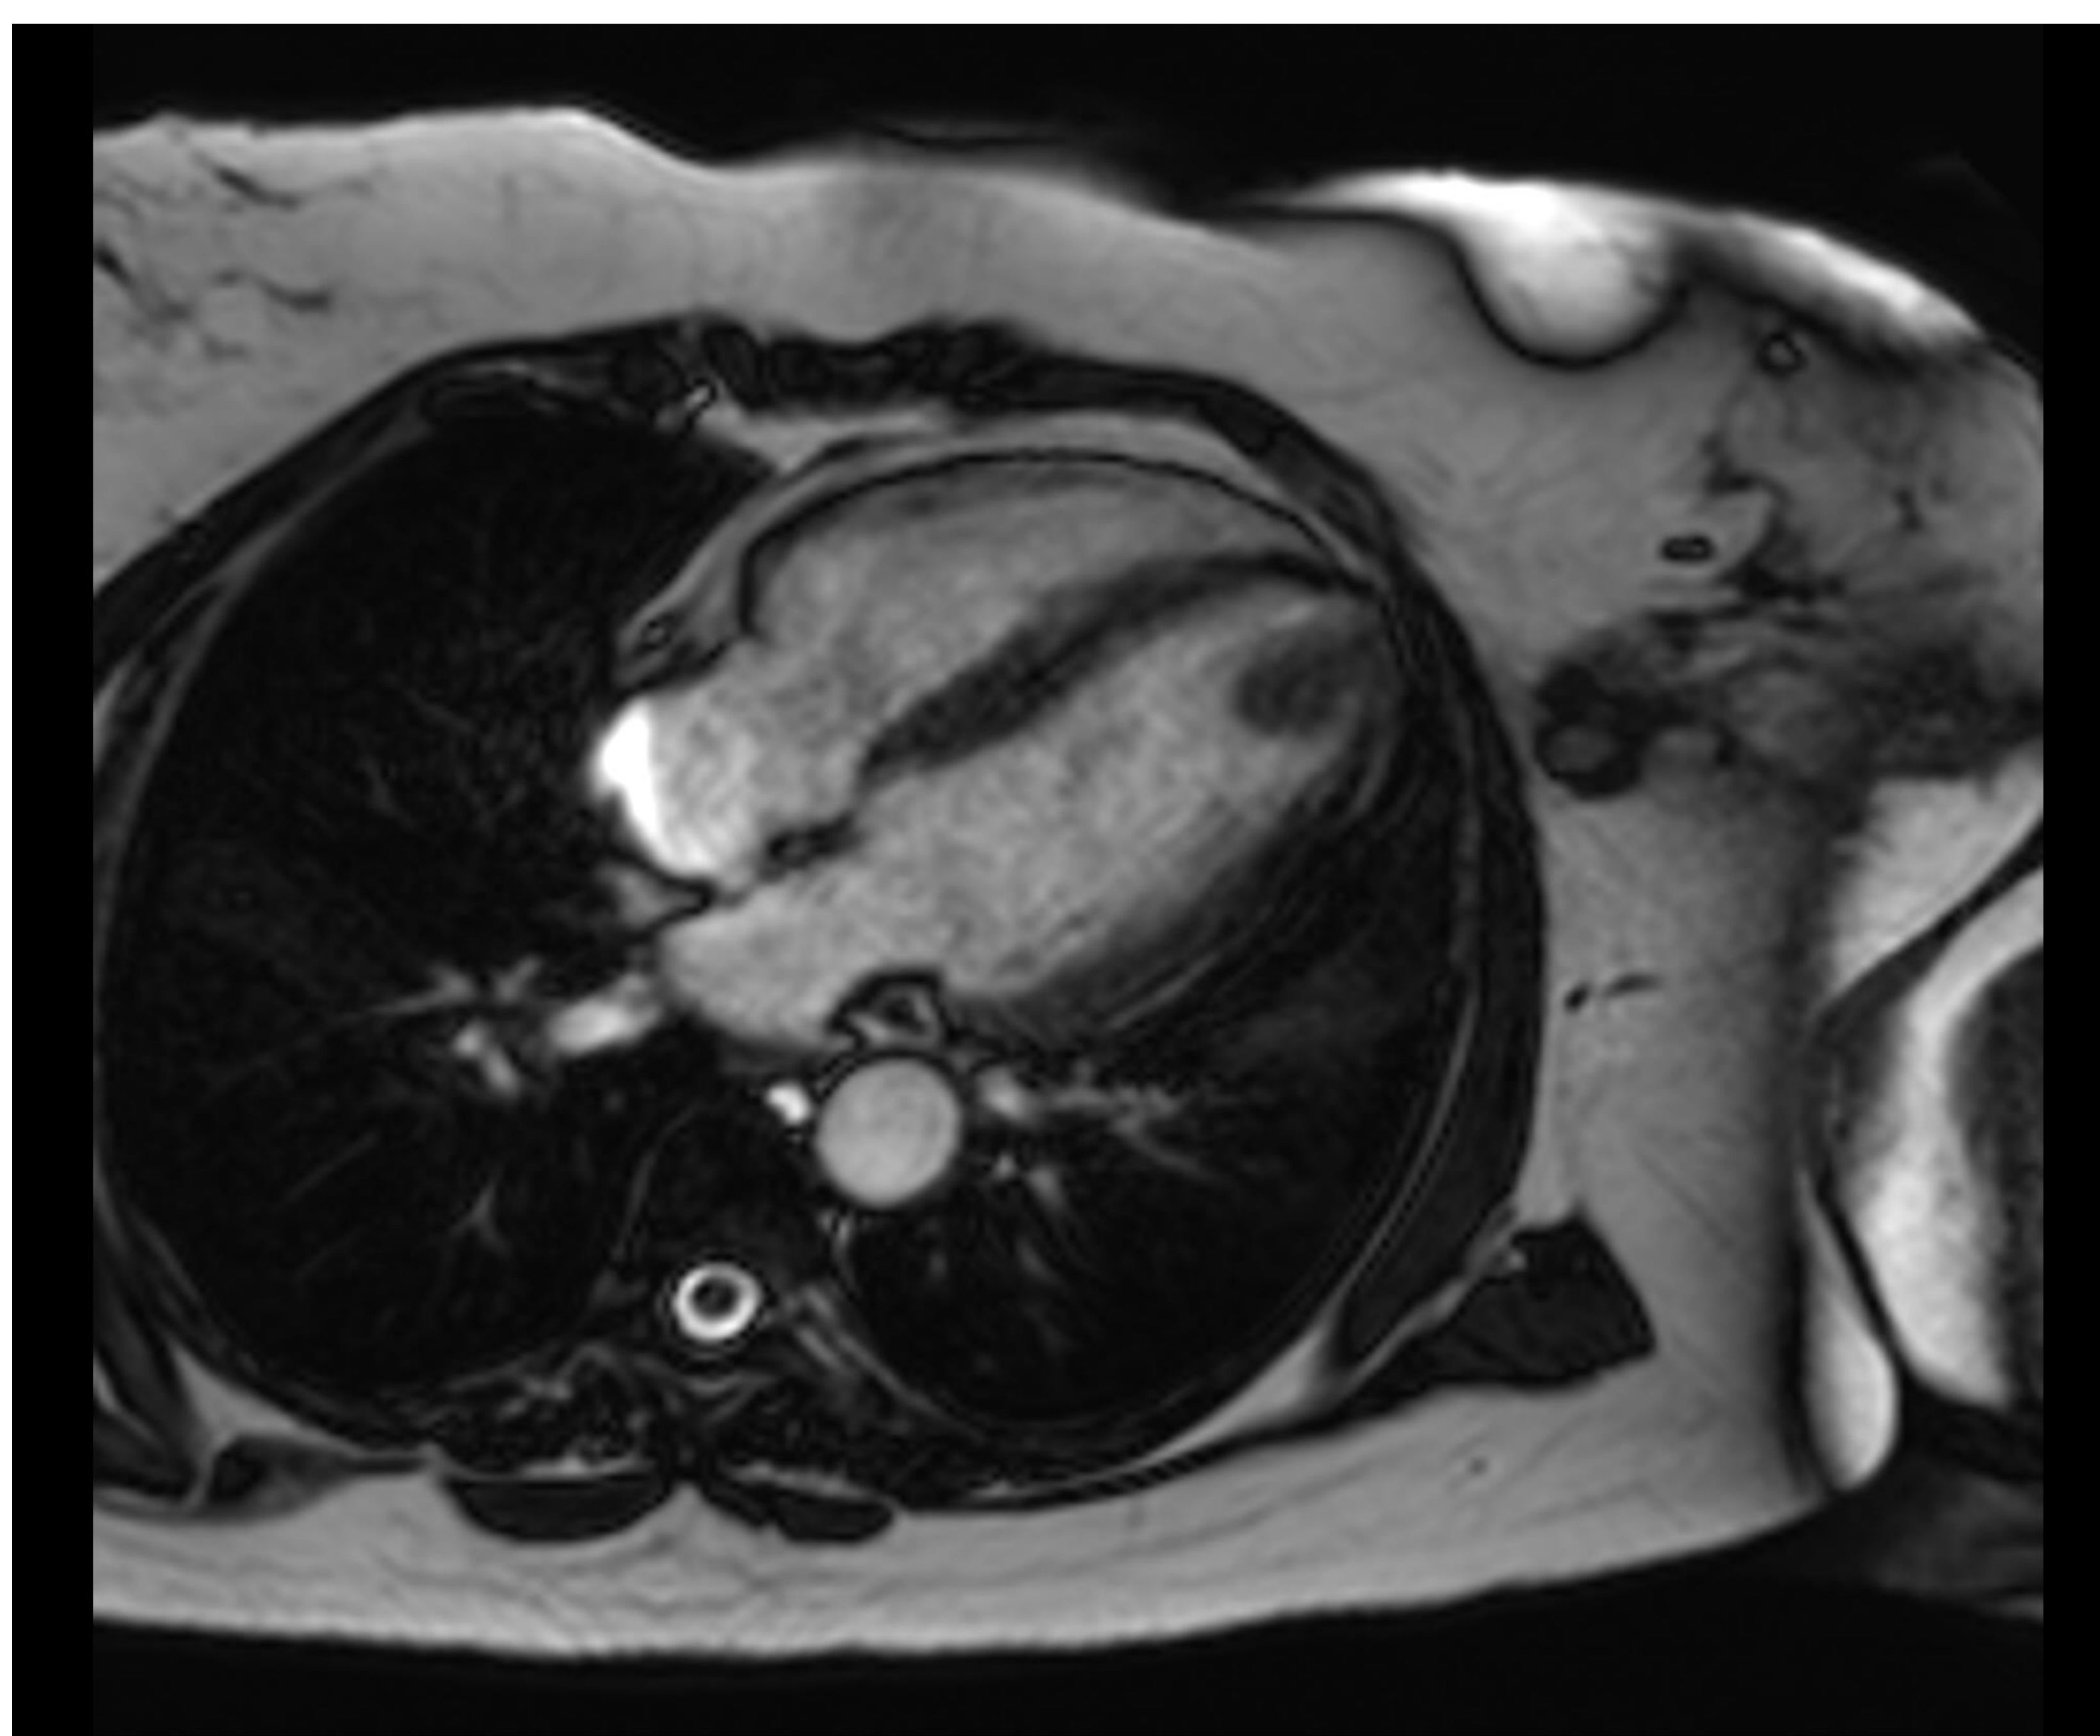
RM cuatro cámaras de la lesión anterior compatible con metástasis que parece depender de la pared del ápex del ventrículo izquierdo.
